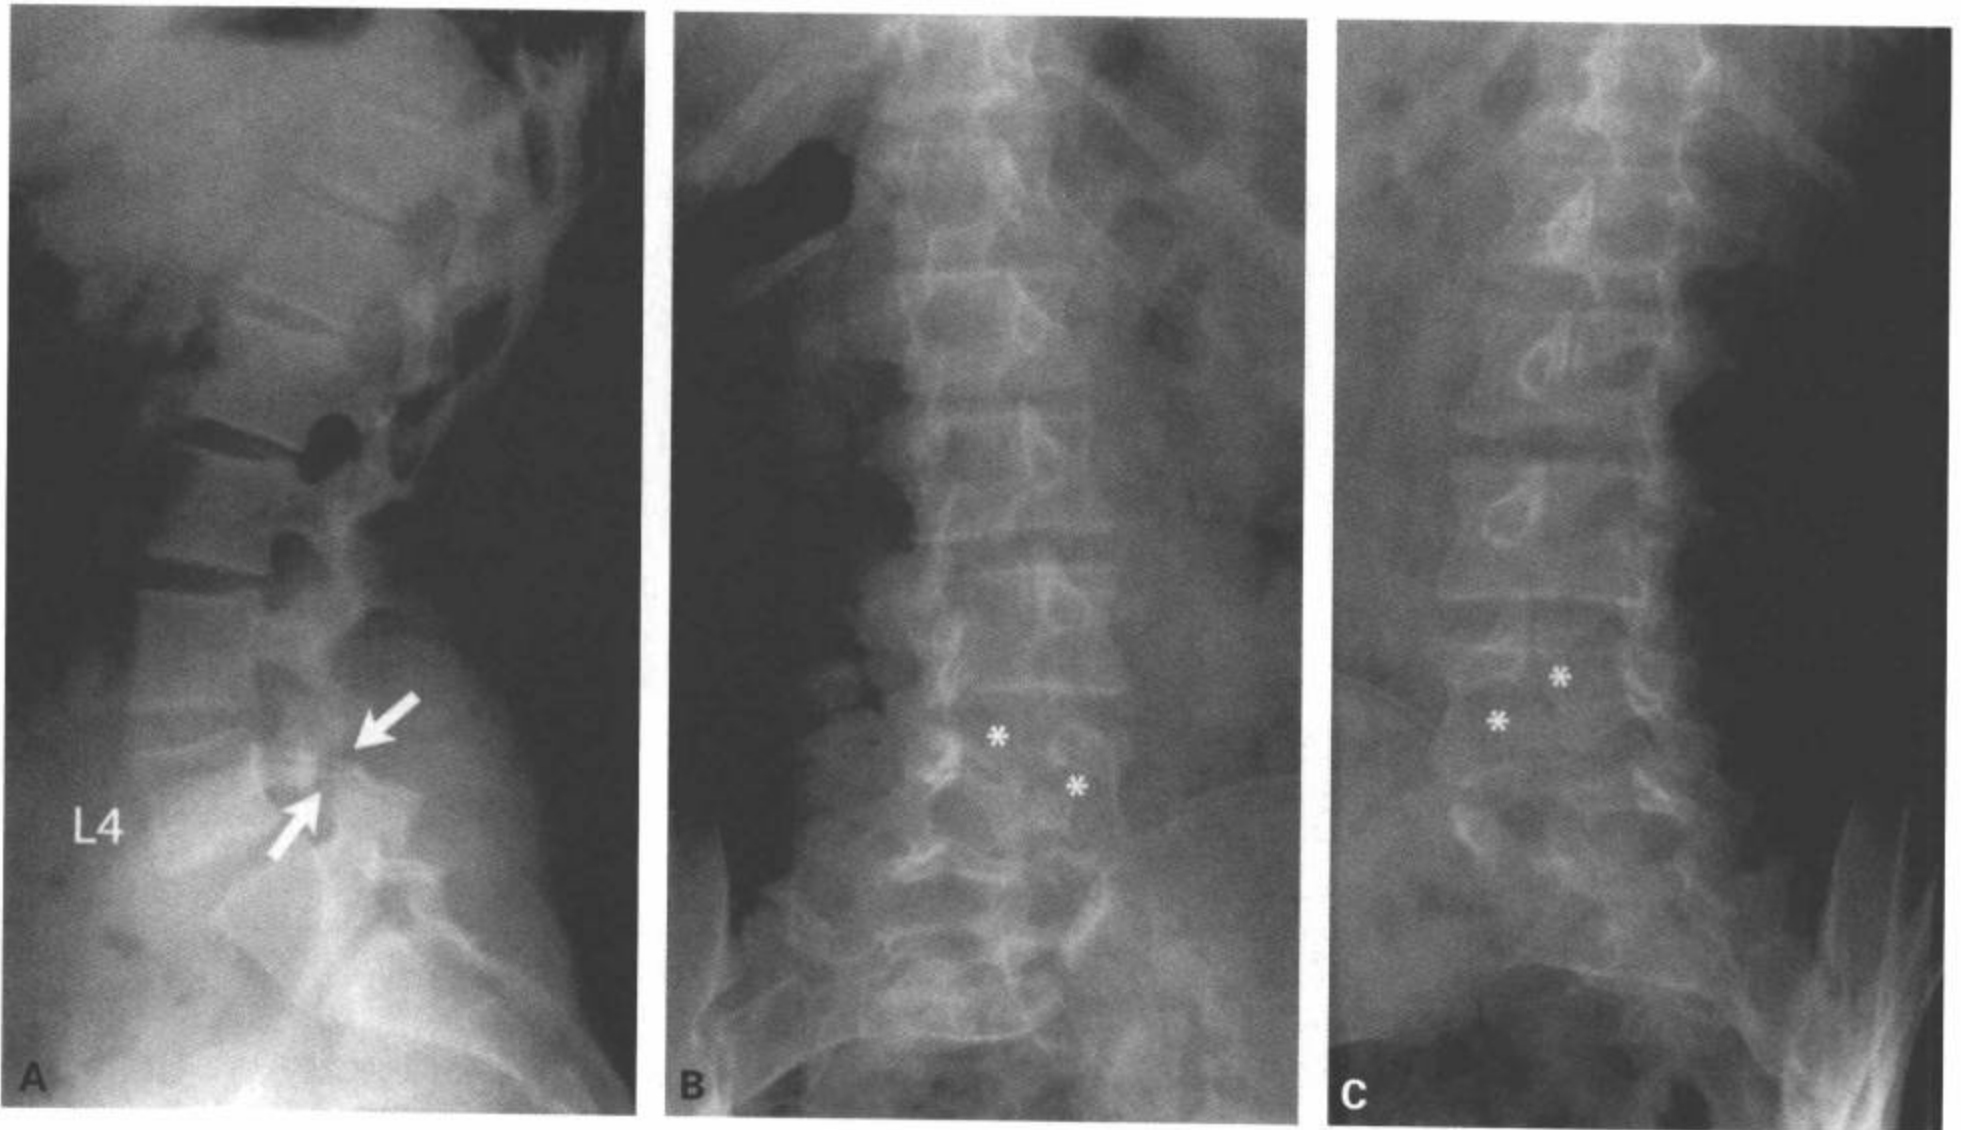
腰椎滑脱。4 例下腰痛的不同病人的腰椎成像，2 例为 L4 椎体脱离 (A、B、C、D)，2 例为 L5 椎体脱离 (F、G、H、I、J、K)，显示评价脊椎滑脱的多种成像方式。包括侧位和双斜位的传统腰椎平片 (A、B、C) 很好地显示双侧 L4 椎弓峡部断裂 (A 中箭)，并可见这个区域内所谓“苏格兰狗颈”的不全骨折 (B 和 C 中星)。(续)
